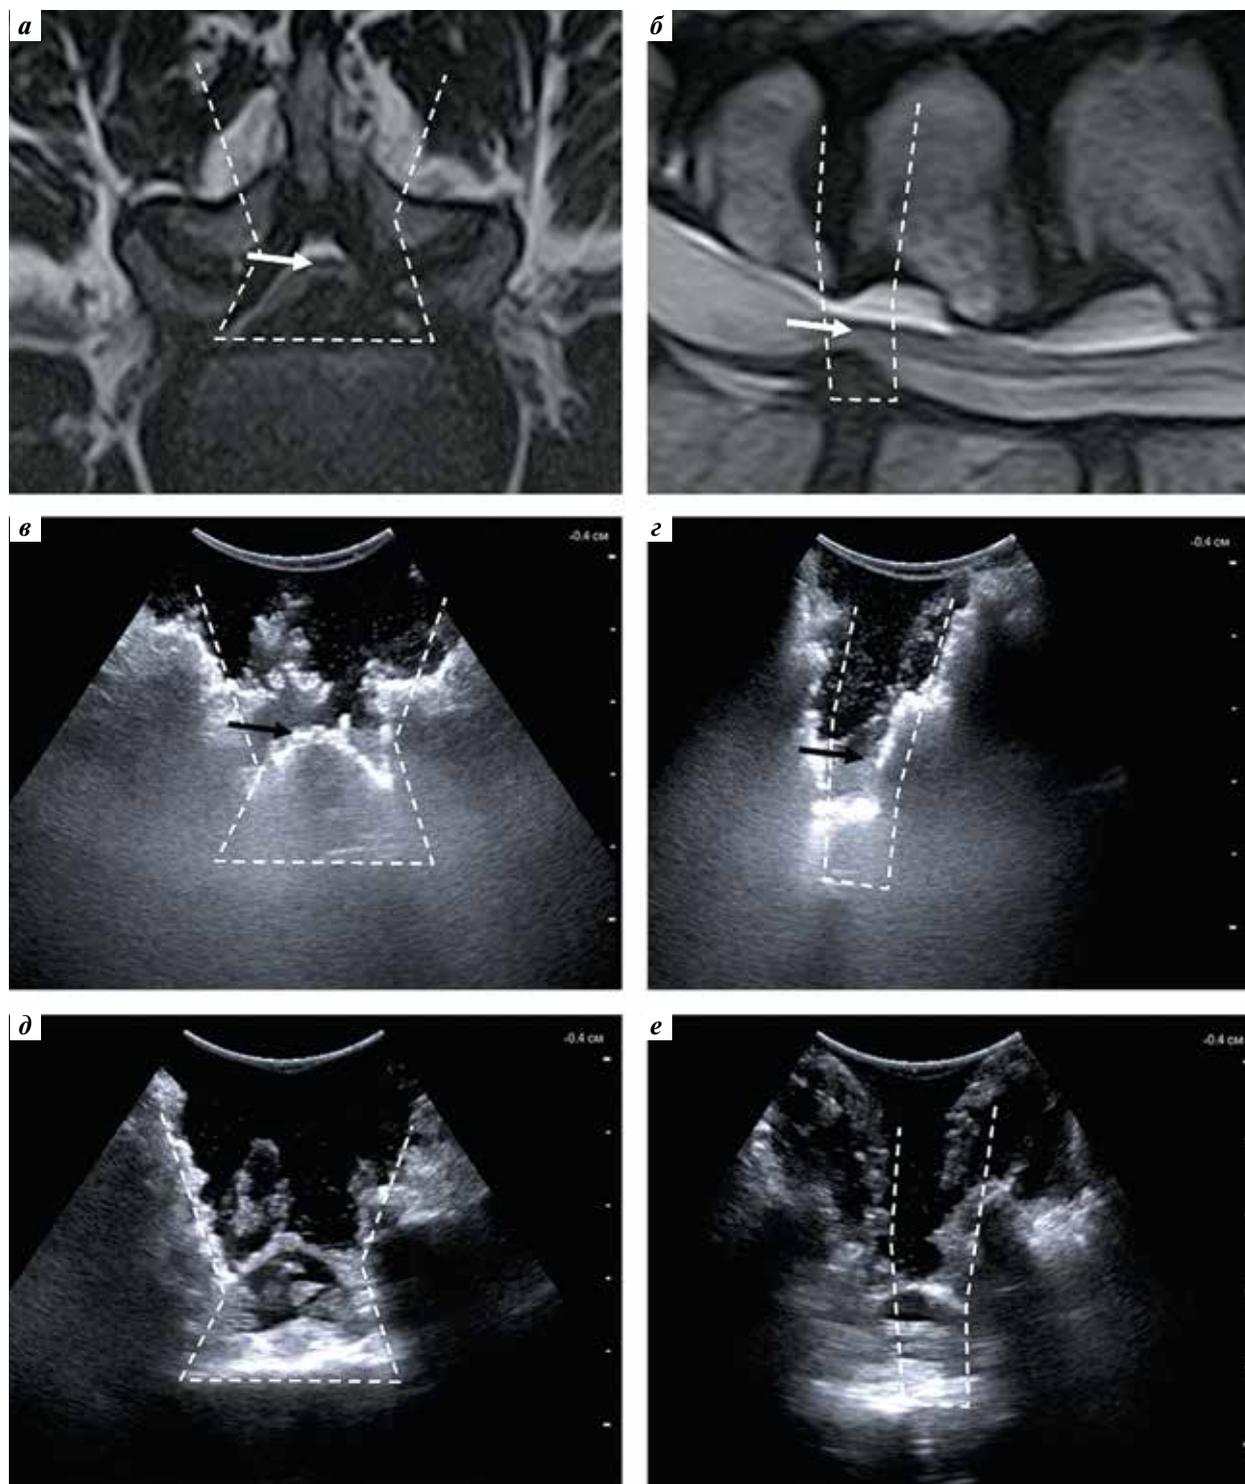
Интраоперационное ультразвуковое исследование (ИОУЗИ) до и после декомпрессии нервных структур у пациента К., 57 лет, с грыжей диска L_4-L_5 в сравнении с предоперационной магнитно-резонансной томографией (МРТ). Пунктиром отмечено «акустическое окно», соответствующее границам хирургического доступа. В верхнем ряду изображений представлены аксиальный (а) и сагиттальный (б) срезы предоперационной МРТ, в среднем ряду – аналогичные аксиальное (в) и сагиттальное (з) изображения, полученные при ИОУЗИ до декомпрессии, в нижнем ряду – аналогичные аксиальное (д) и сагиттальное (е) изображения, полученные при ИОУЗИ после декомпрессии нервных структур. Дуральный мешок отмечен белой стрелкой, а его задняя поверхность – черной
